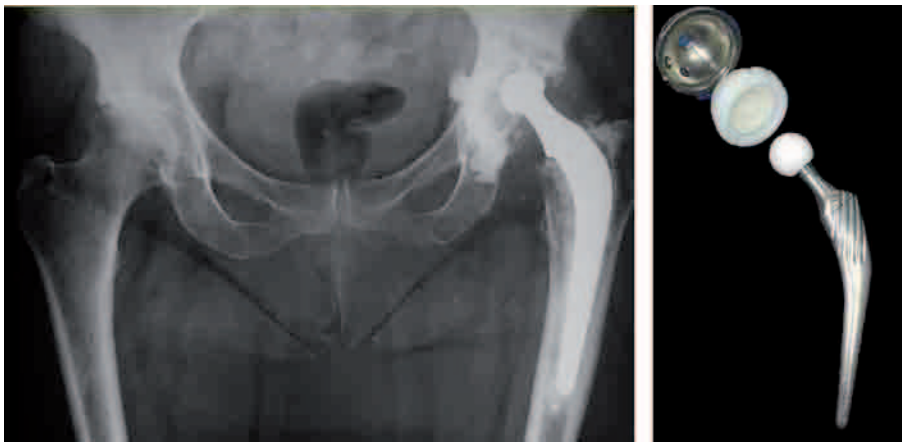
Radiographie d'un patient avec une prothèse de hanche et photo d'une prothèse (à droite)
